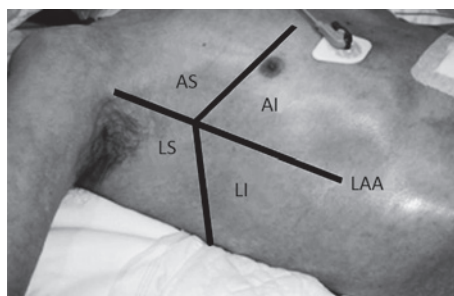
Localización torácica de cuatro cuadrantes por hemitórax para el estudio de la ecografía pulmonar.
